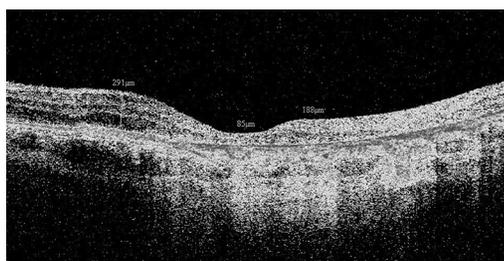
Пациент К. Неэкссудативная форма центральной хориоретинальной дистрофии. Данные оптической когерентной томографии и микропериметрии через 3 мес после операции. Vis OS=0,08 sph+1,0=0,1
